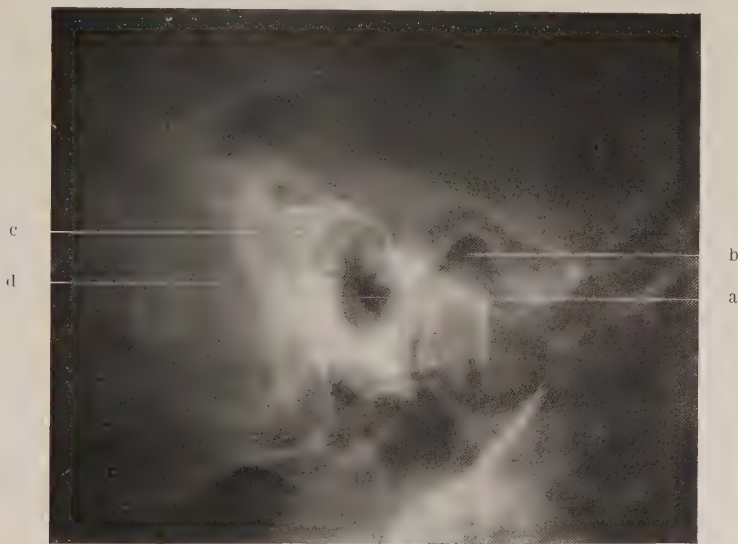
Röntgenbild des in Abb. 38 dargestellten Cholesteatoms in nicht mit Jodipin gefülltem Zustande. a = äußerer Gehörgang. b = Kiefergelenk. c = Cholesteatomhöhle. d = Sinus sigmoideus.
